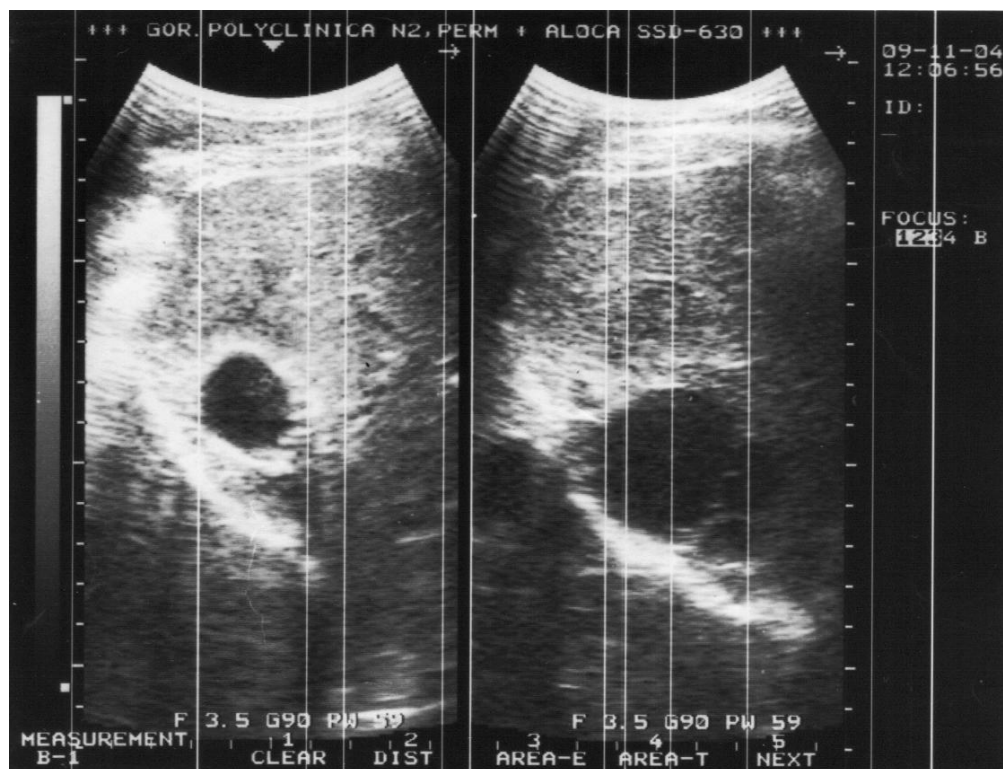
Во время проведения УЗИ 47 летней пациентке, выявлена киста 8,6x8,3см в VII сегменте печени.
